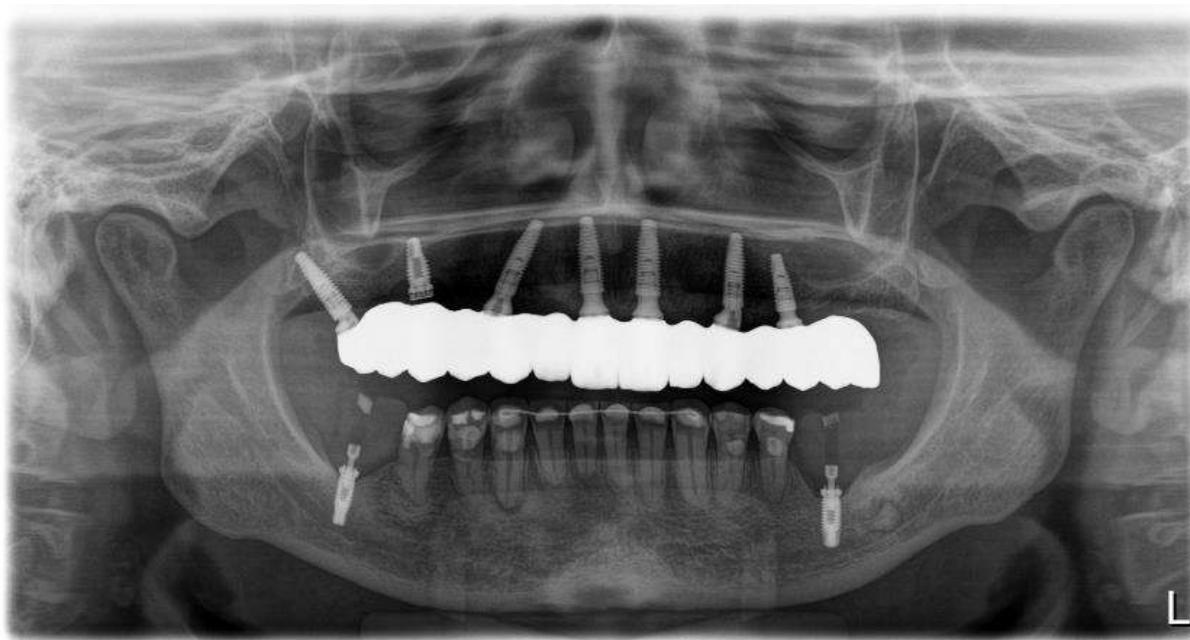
Radiografia panorâmica após instalação.
